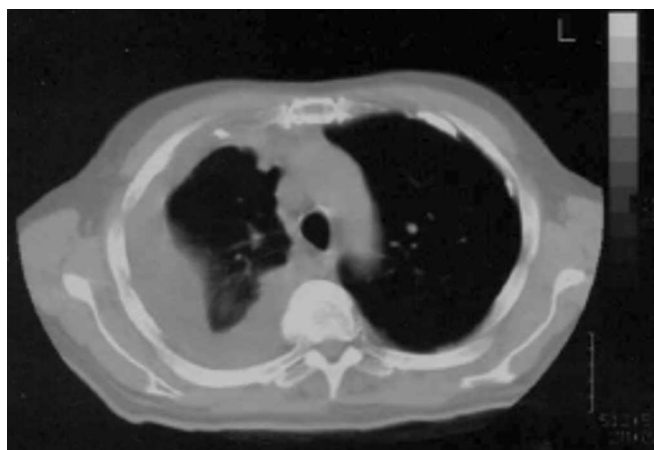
Tomografia computadorizada toraco-abdomino-pélvica: volumoso derrame pleural direito, com zonas de septação e colapso do pulmão subjacente, pleura espessada com placas calcificadas, próstata globosa e heterogênea, bexiga com parede difusamente espessada.
